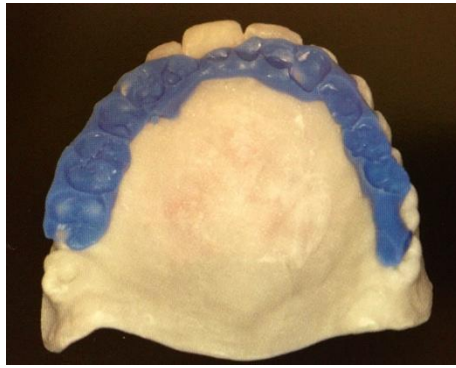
Guide radiographique entièrement radio-opaque avec cale d'occlusion
